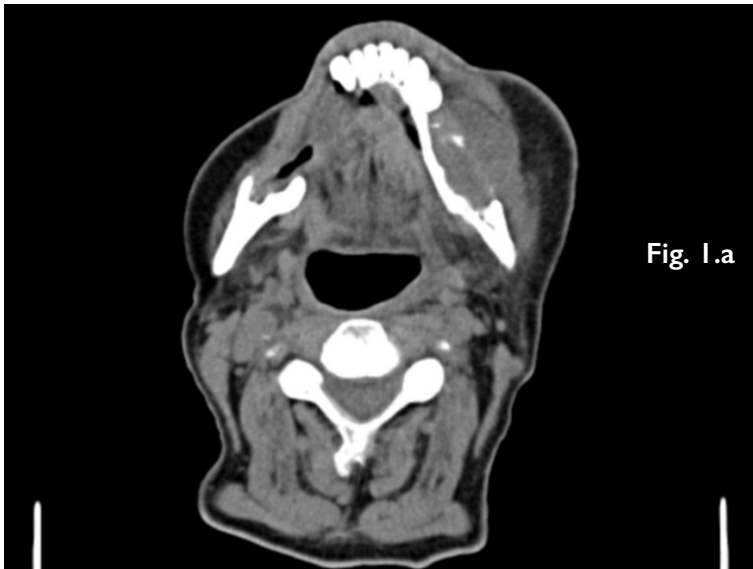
a. Corte axial de TC en el que se muestra la lesión en cuerpo mandibular izquierdo con disrupción de la cortical.
